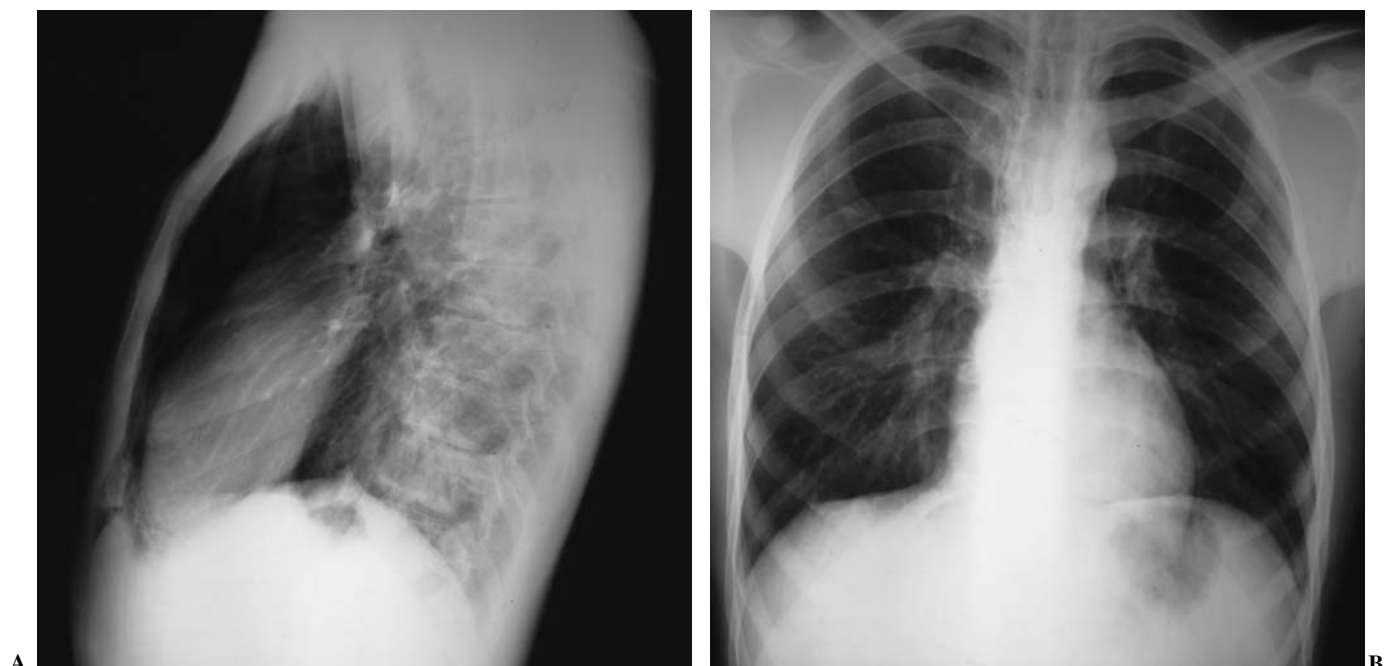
Radiografía PA (A) y lateral (B) de tórax. Se aprecia la extensión del enfisema retrofaríngeo a la región precordial, así como una sutil demarcación de la pleura mediastínica a la altura del hilio pulmonar izquierdo, diagnóstico de neumomediastino.
